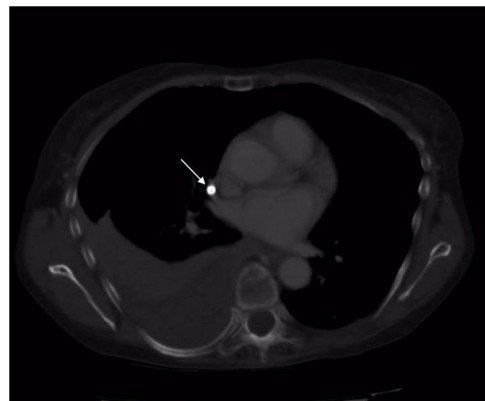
Angio-TC torácico con extravasación de catéter venoso central (flecha) y hemotórax asociado.
